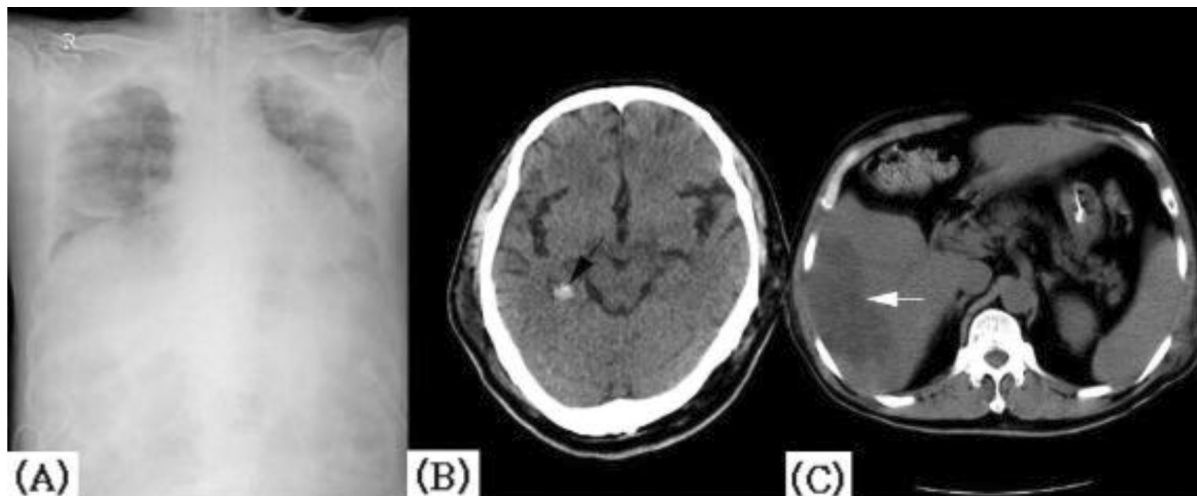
Follow up imaging studies on 6th hospital day. (A) Chest PA shows no improvement of pneumonic infiltration, (B) Brain CT reveals high density in the right hippocampal body of the right lateral ventricle (black arrow), (C) Abdomen CT shows newly developed large size (10×6.5×10 cm) multiseptated lobulating irregular shape abscess in right lobe of liver (S5, S6) (white arrow).
